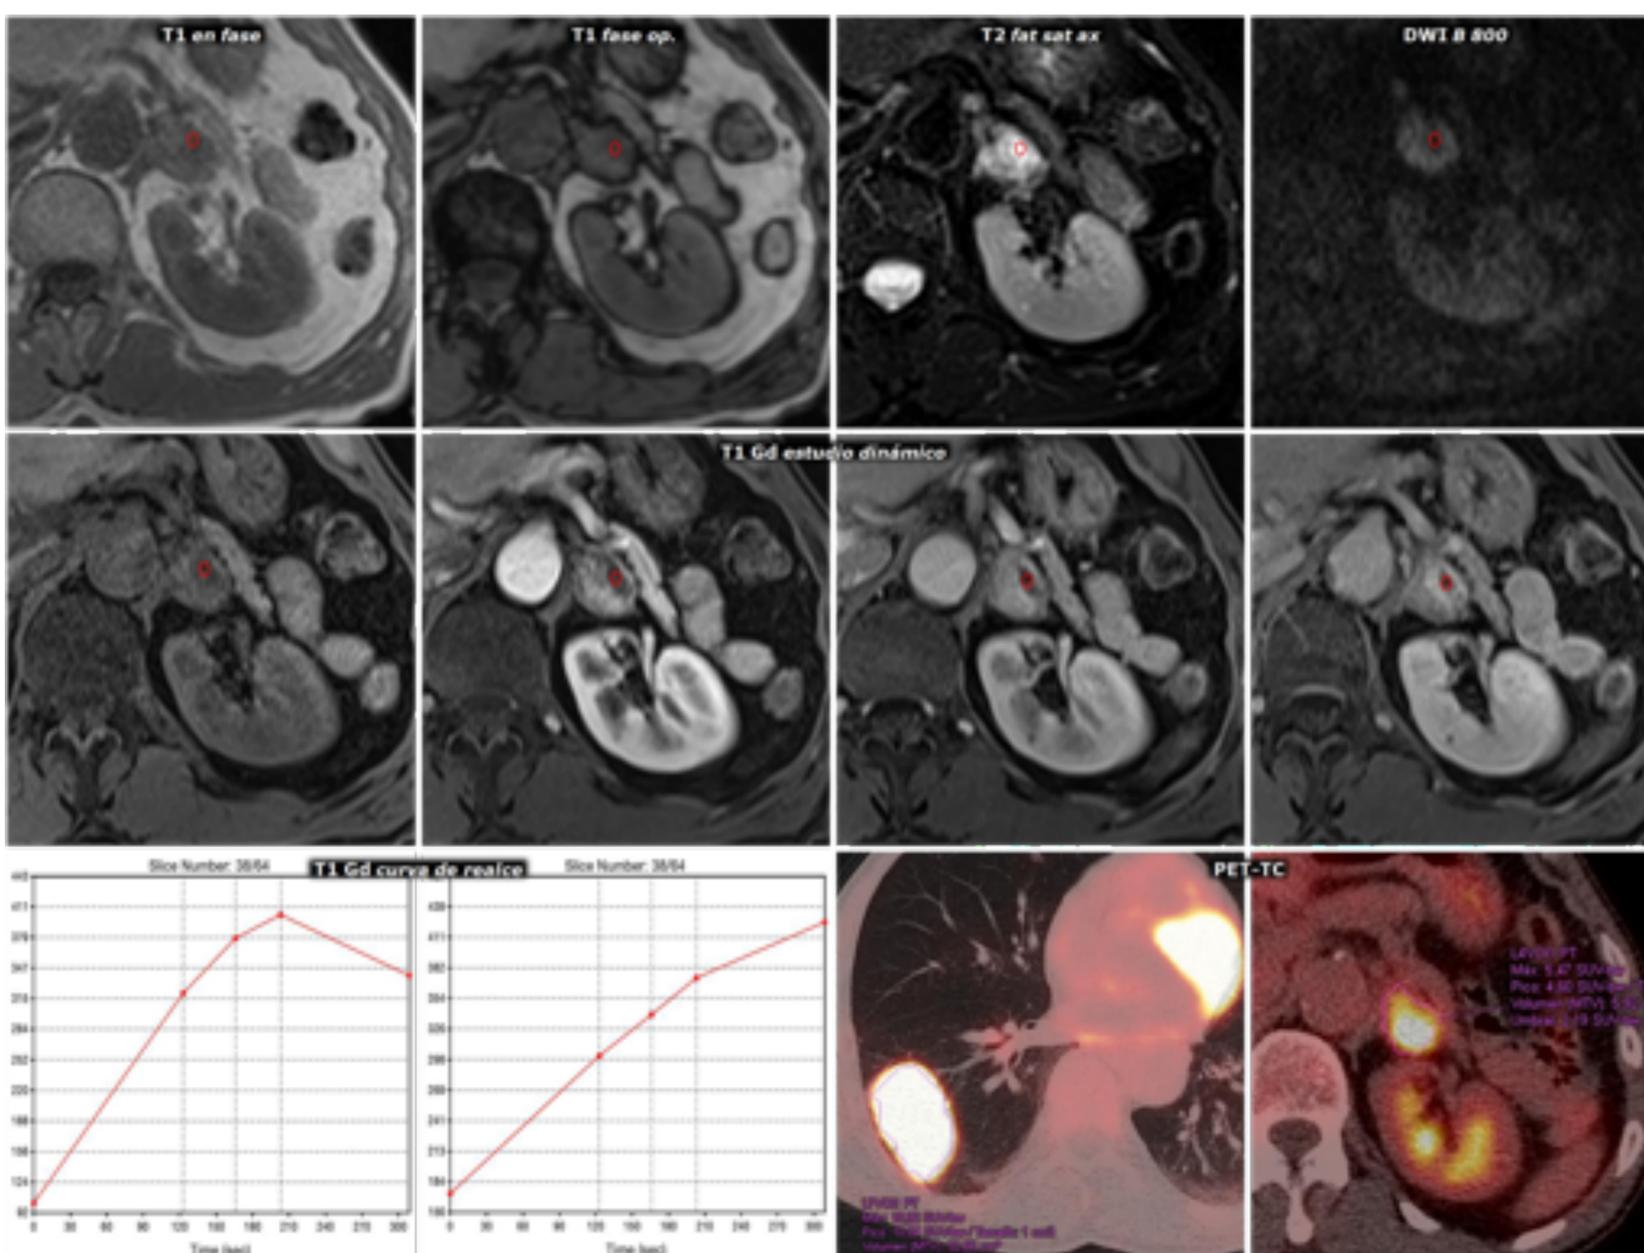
RM y PET-TC del mismo paciente de la figura anterior.
